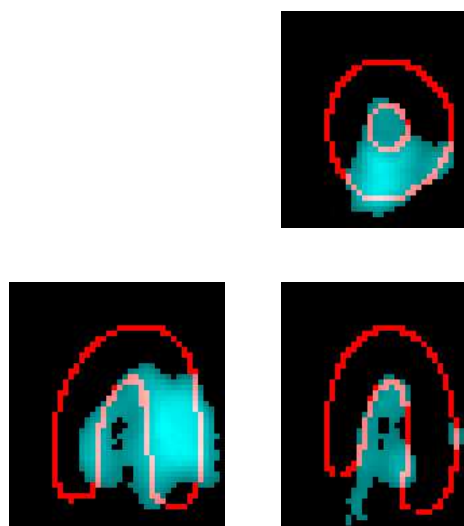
Image SPECT cardiaque
